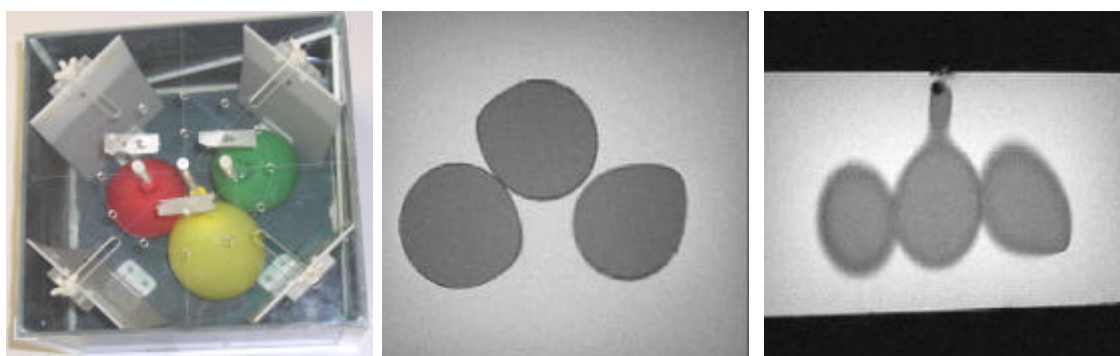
14 : Fantôme avec une coupe coronale et une coupe axiale d'IRM.
